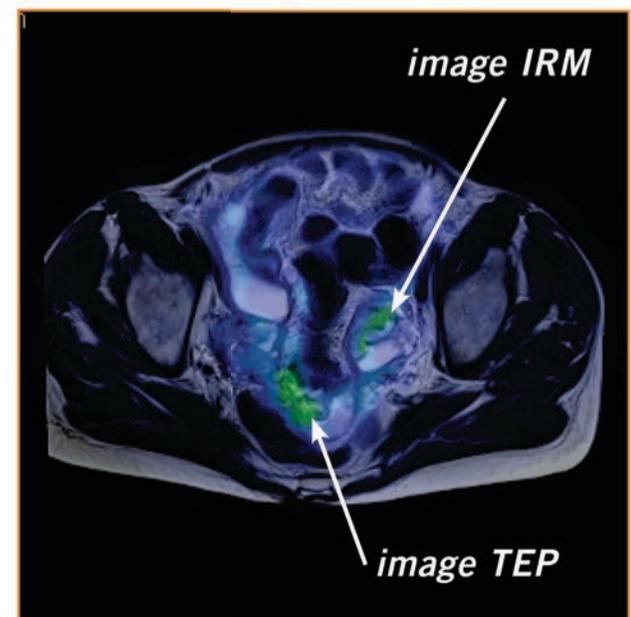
Image de fusion TEP/IRM: la mise en œuvre de ce biomarqueur précoce pourrait permettre un traitement plus personnalisé.
